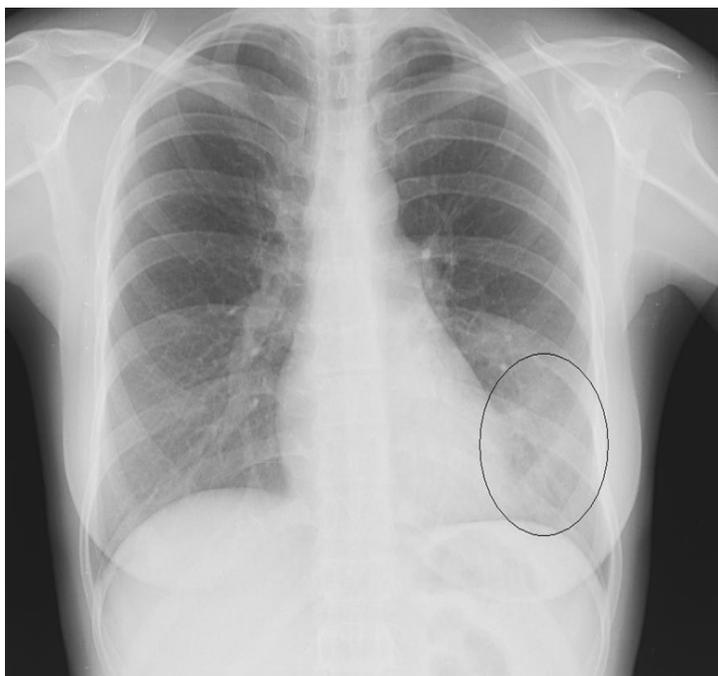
Рентгенограмма при пневмонии нижней доли слева
